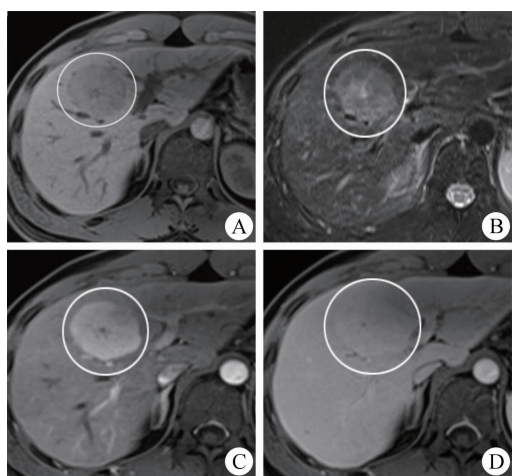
典型肝脏局灶性结节性增生的 MRI 表现
